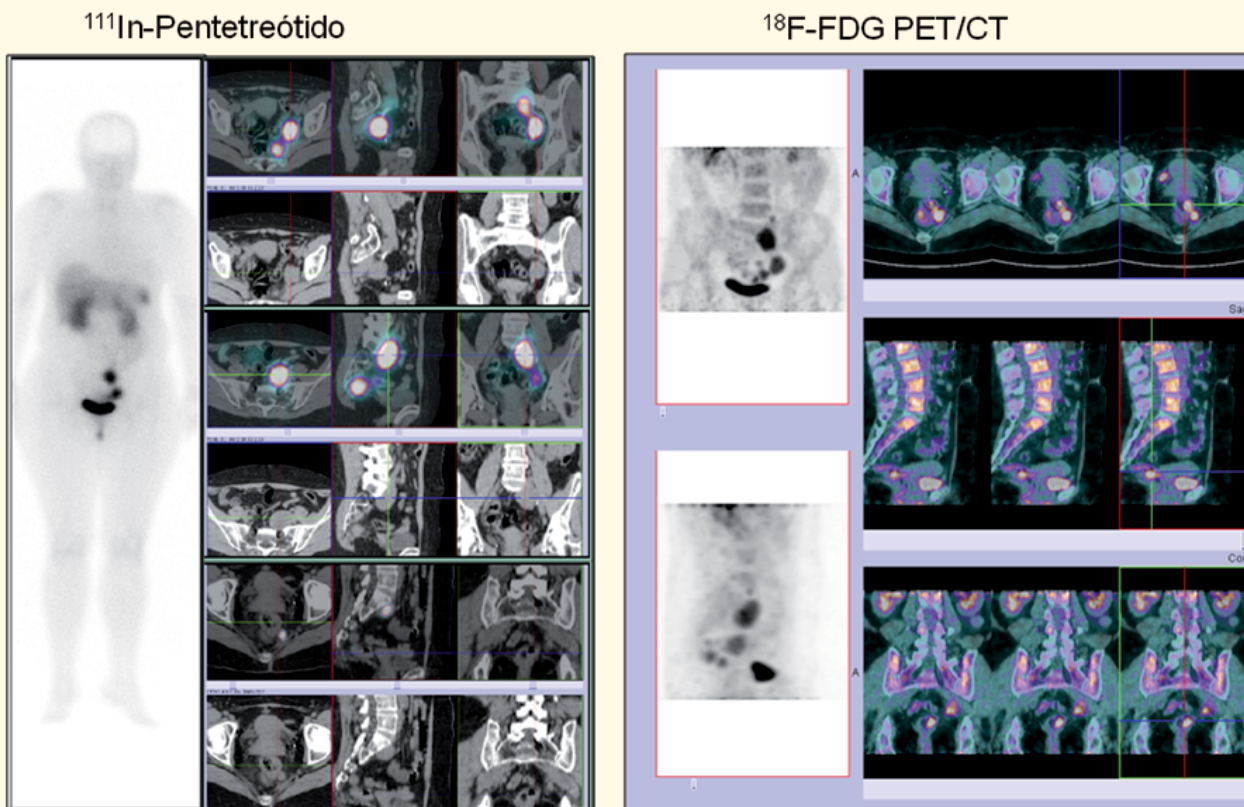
Comparação de cintigrafia com ^{111}In -Pentetreótido e PET/CT com ^{18}F -FDG: Doente com carcinoma neuroendócrino do recto, bem diferenciado (Ki 67 de 2 a 5%). Tumor primitivo rectal com fixação de ^{18}F -FDG (triangulação na imagem da direita) mas não de ^{111}In -Pentetreótido (triangulação na imagem inferior à esquerda) e fixação de ambos os radiofármacos, com boa intensidade, pelas metástases ganglionares.
